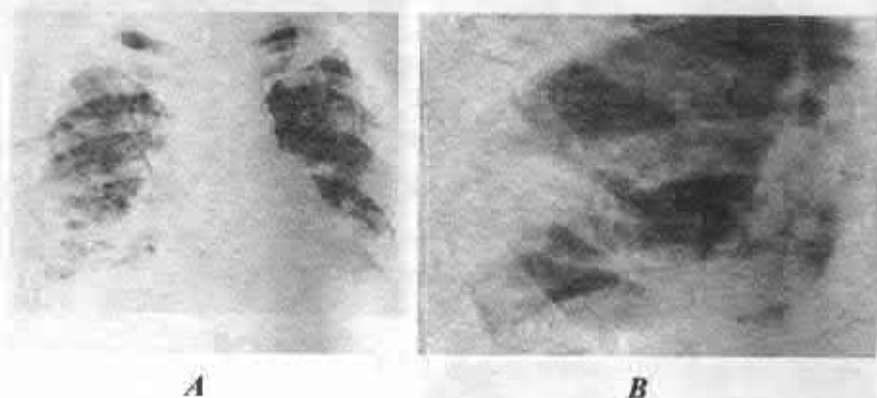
A – pneumonie lupică asociată cu modificări nodulare tuberculoase în regiunile medii și bazale. *B* – fragment radiografic mărit. Asocierea modificărilor pulmonare lupice și tuberculoase. Pietrificări în hilul pulmonar pe dreapta.
